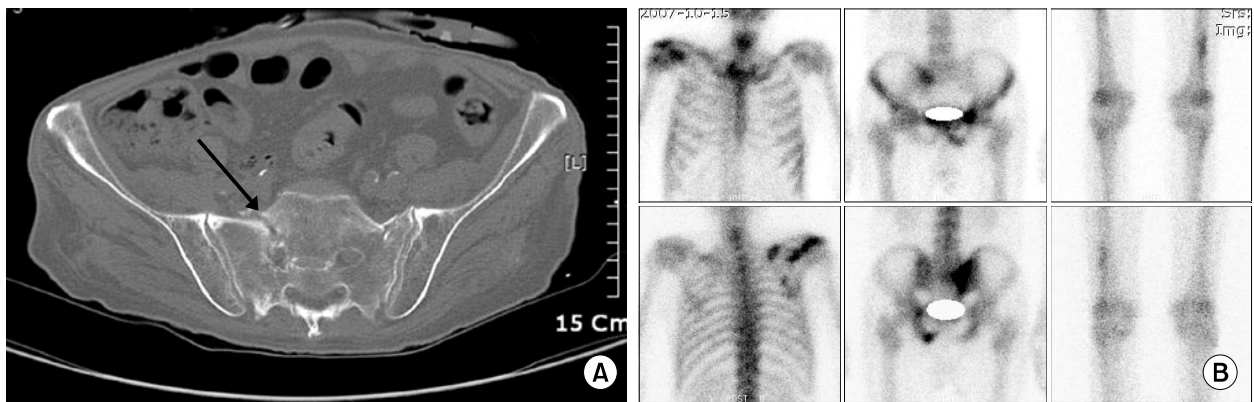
Pelvic CT scan shows typical location and orientation of bilateral sacral insufficiency fractures. Arrows indicate the fracture lines (A). Bone scan image shows abnormally increased uptake in right scapula, right SI joint, left acetabulum, left ischium, left distal femur, suggesting multiple bone metastasis in bone scan image (B).
